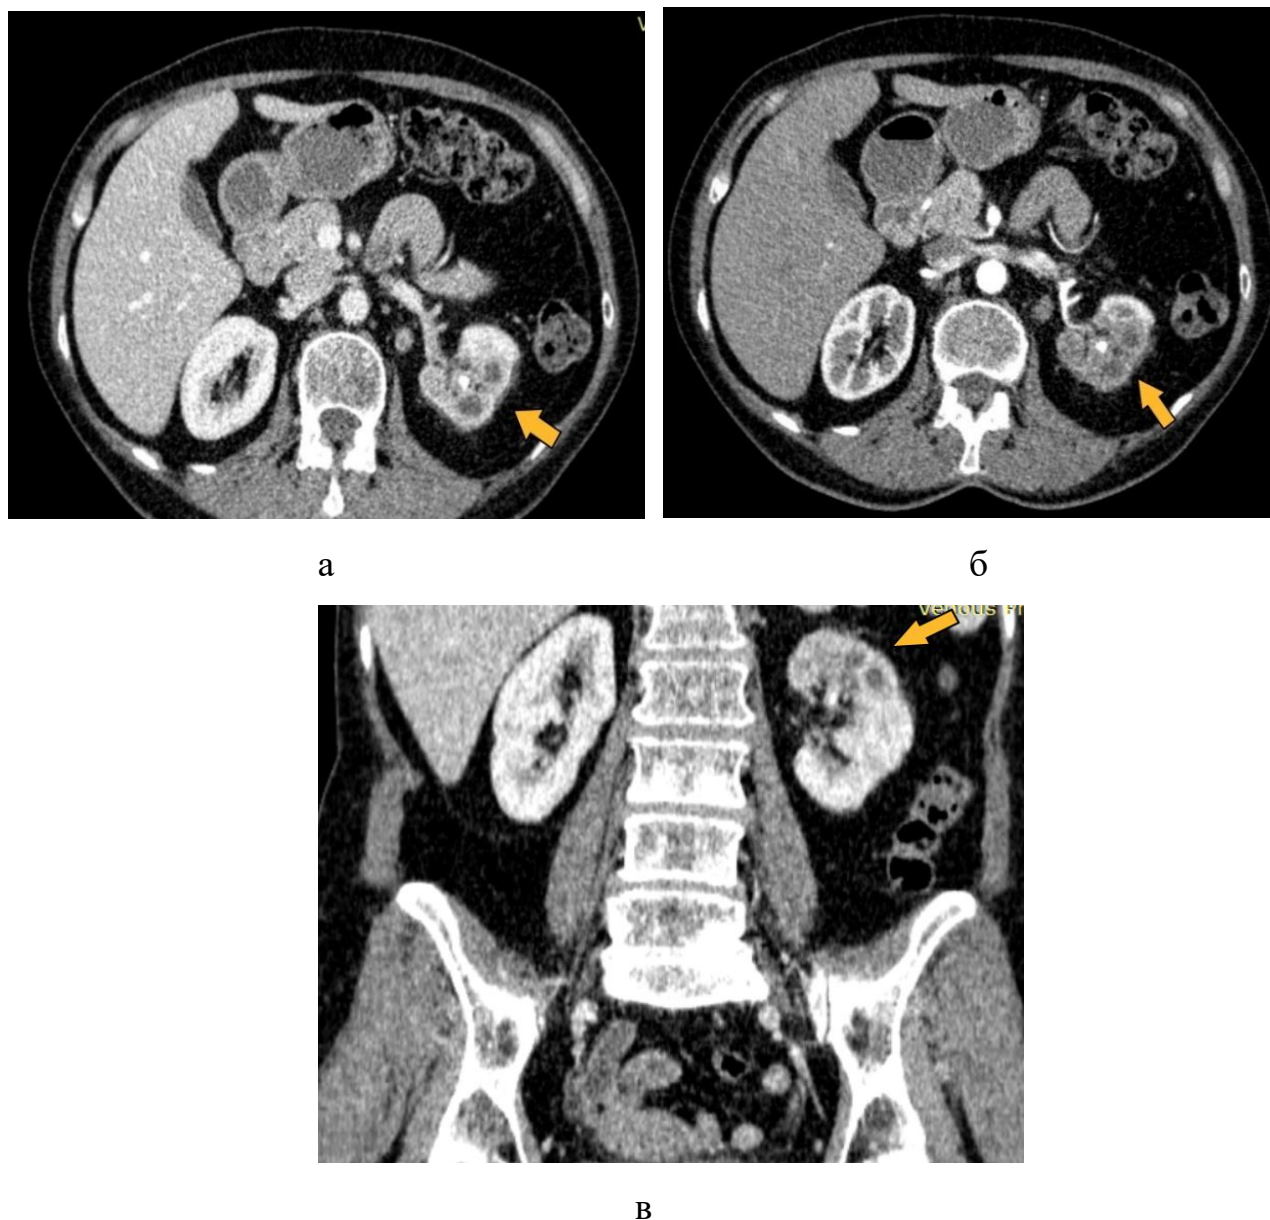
Компьютерные томограммы почек пациента Б., 58 лет на 14-е сутки после травмы, с внутривенным КУ: кортико–медуллярная (а, в) и нефрографическая (б) фазы контрастирования. Вследствие ушиба левой почки в ее верхнем сегменте сформировался кортикокомедуллярный абсцесс, который представлен на компьютерных томограммах в виде жидкостных образований неправильной округлой формы, окруженной гипervasкулярной капсулой (оранжевые стрелки)
